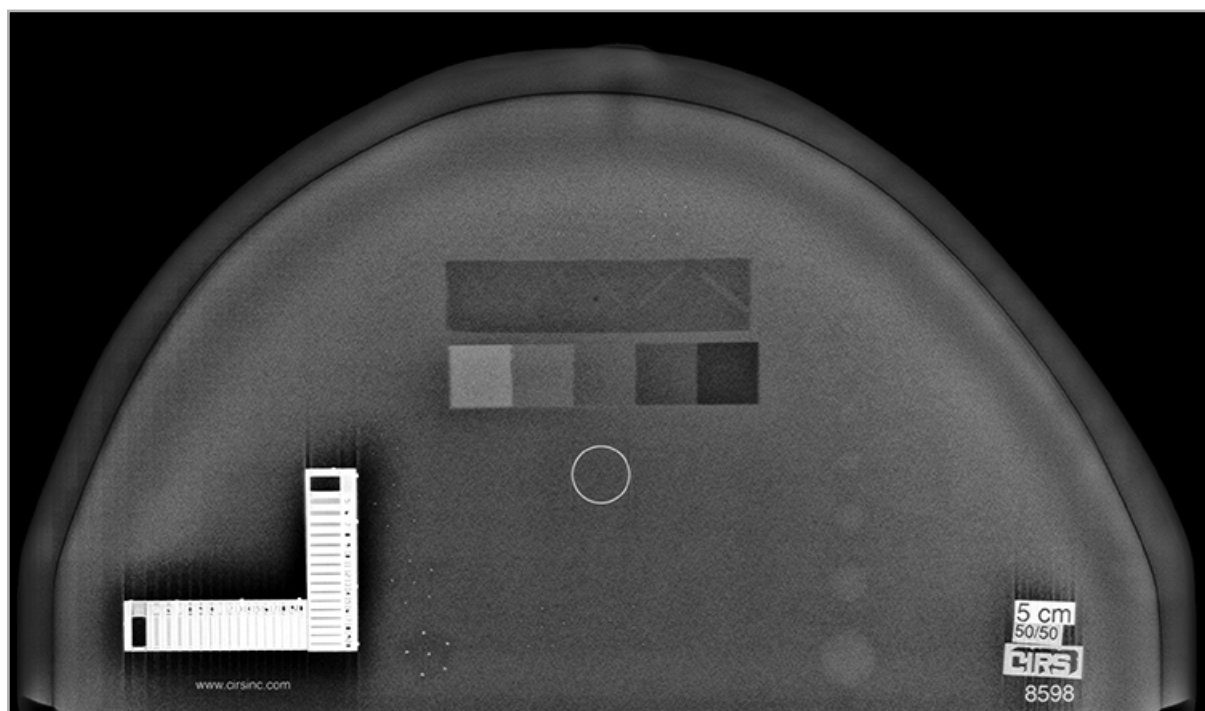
Рентгенологическое цифровое изображение фантома CIRS 010D в оптимальном режиме
